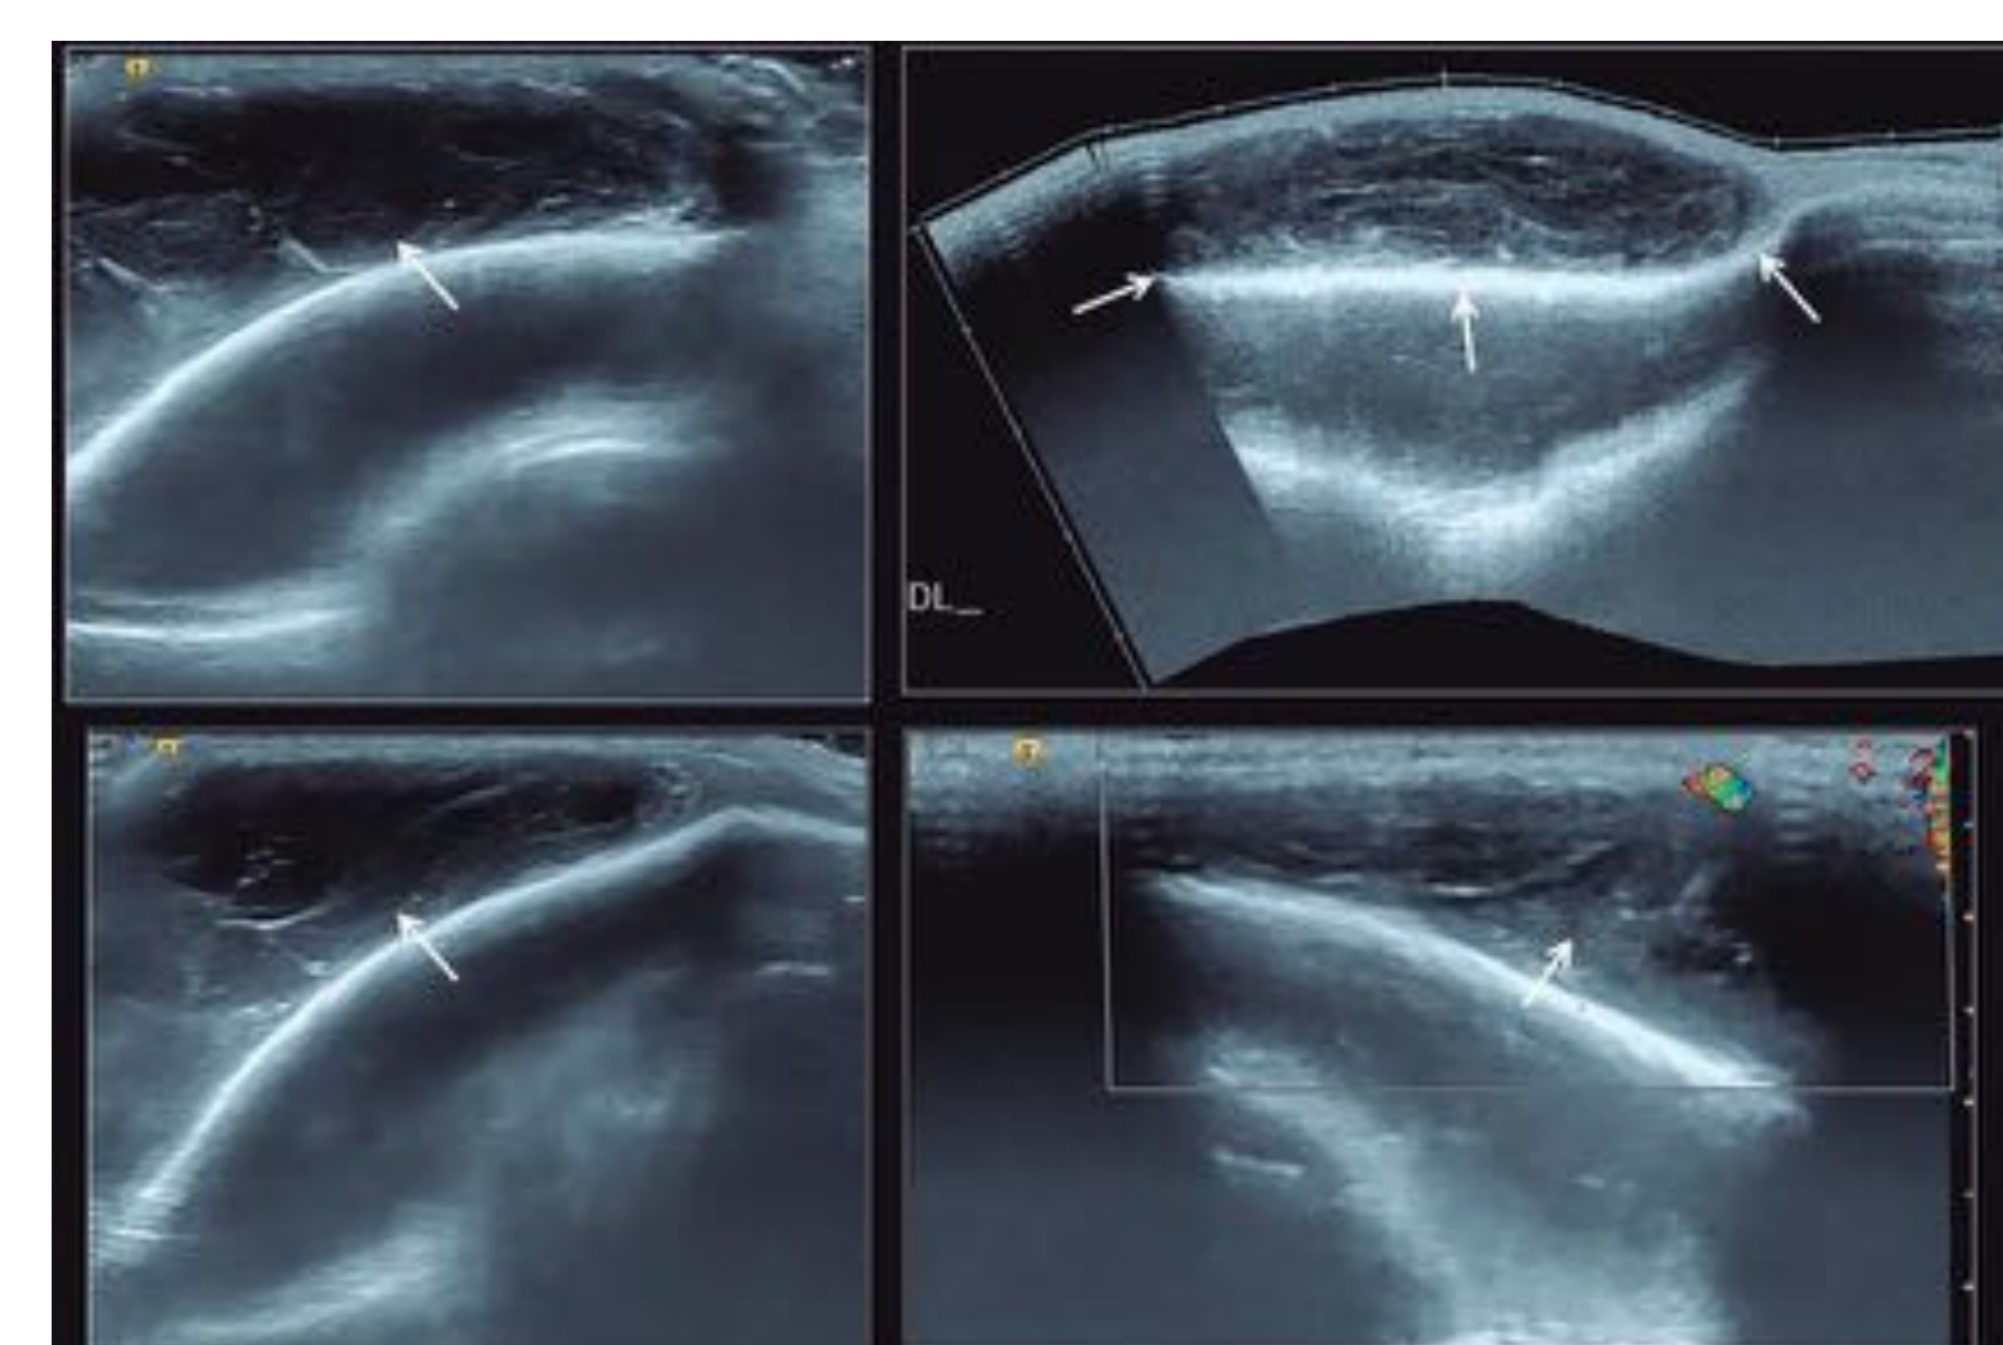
Sangrado en localización subgaleal. La ecografía permite definir la localización exacta y su extensión, apareciendo una colección hipoecoica en estadios agudos, bien delimitada, sin compromiso del díploe subyacente. Con la evolución, adquiere un comportamiento ecogénico, pudiendo ser algo heterogéneo.
